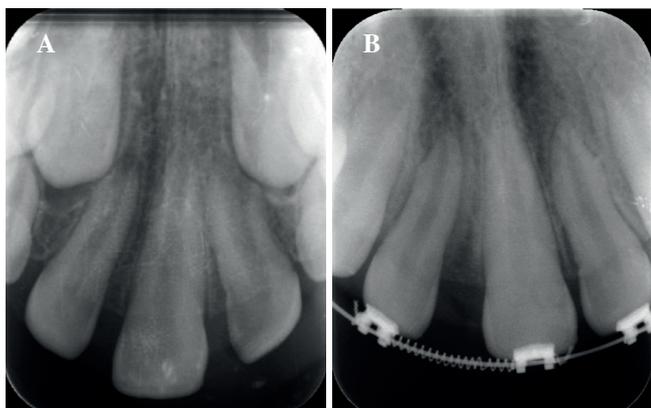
Radiografía periapical con incisivo central único en la línea media para valoración de apertura de espacio con brackets (A); radiografía periapical con brackets en la arcada superior y resorte de apertura de espacio en la zona del diente 1.1 (B).
